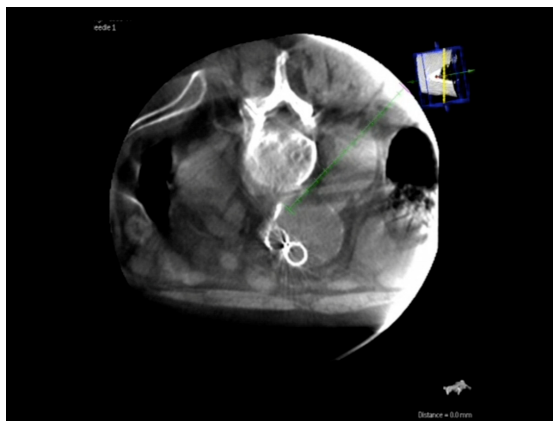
Embolização de *endoleak* tipo II por via translombar. Cálculo da trajetória por tomografia computadorizada tridimensional em tempo real. A trajetória ideal da agulha é determinada pelo cirurgião vascular marcando o *endoleak* como alvo e tendo o cuidado de evitar estruturas anatômicas vitais.
